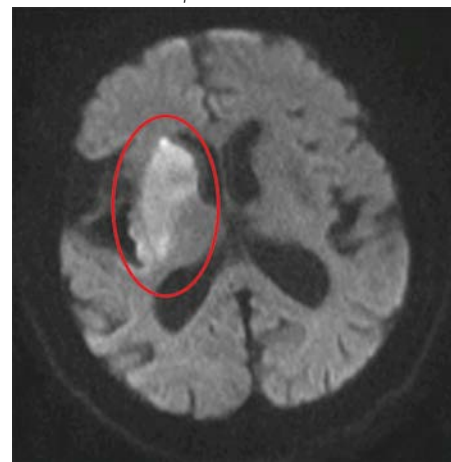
MR mozku – DWI sekvence – ischemické změny
